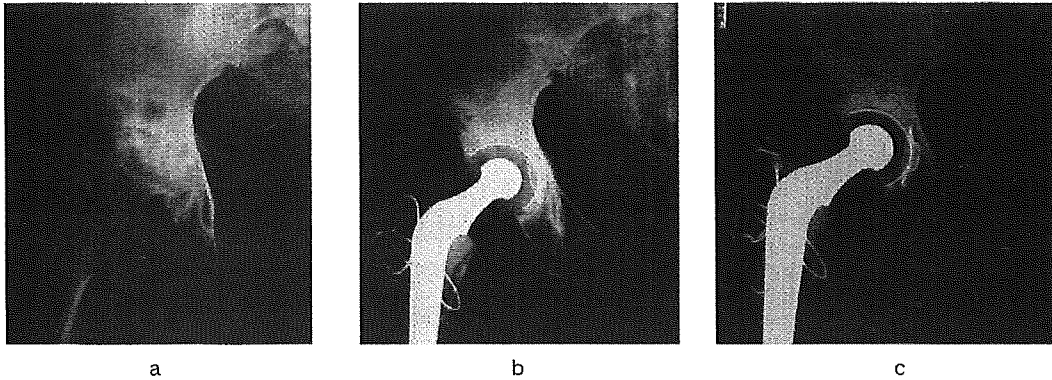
症例1 (62歳, 女, 一次性 OA) の股関節X線前後像
